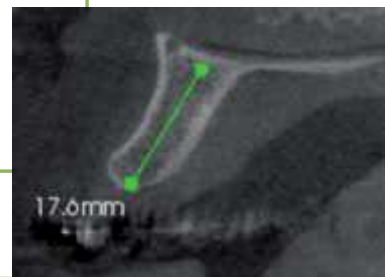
TAC. Espacio disponible en longitud para colocar el implante.
